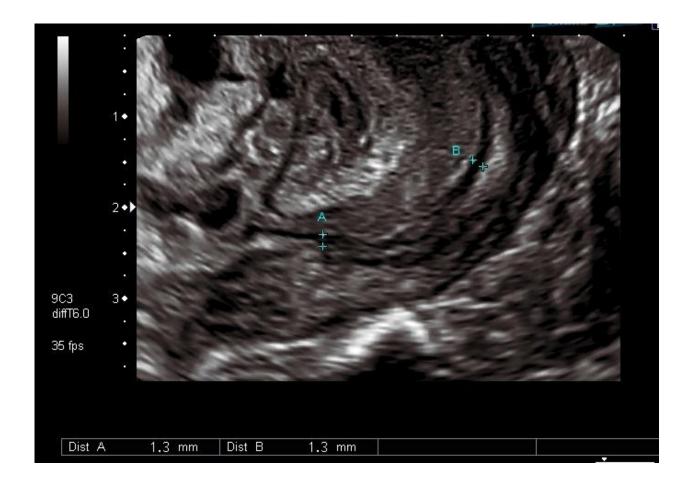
УЗИ шейки матки беременной 19 лет при сроке беременности 16 недель и отсутствии эрозии шейки матки и эндоцервицита (группа контроля). Шейка матки имеет цилиндрическую форму, не деформирована. Длина шейки матки по цервикальному каналу 41,2 мм. Диаметр цервикального канала на всём протяжении 1,3 мм (норма).
